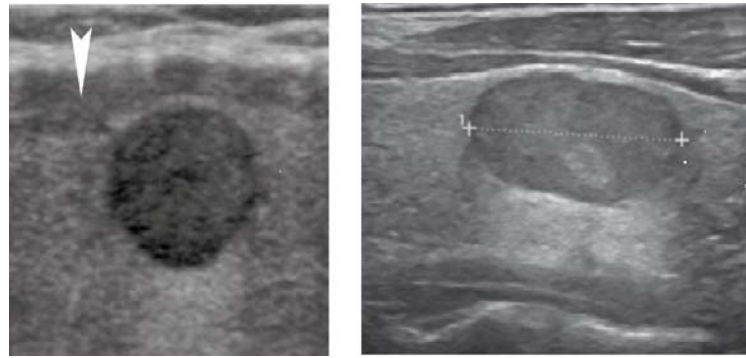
Nodules hypoéchogène à l'échographie [32]
